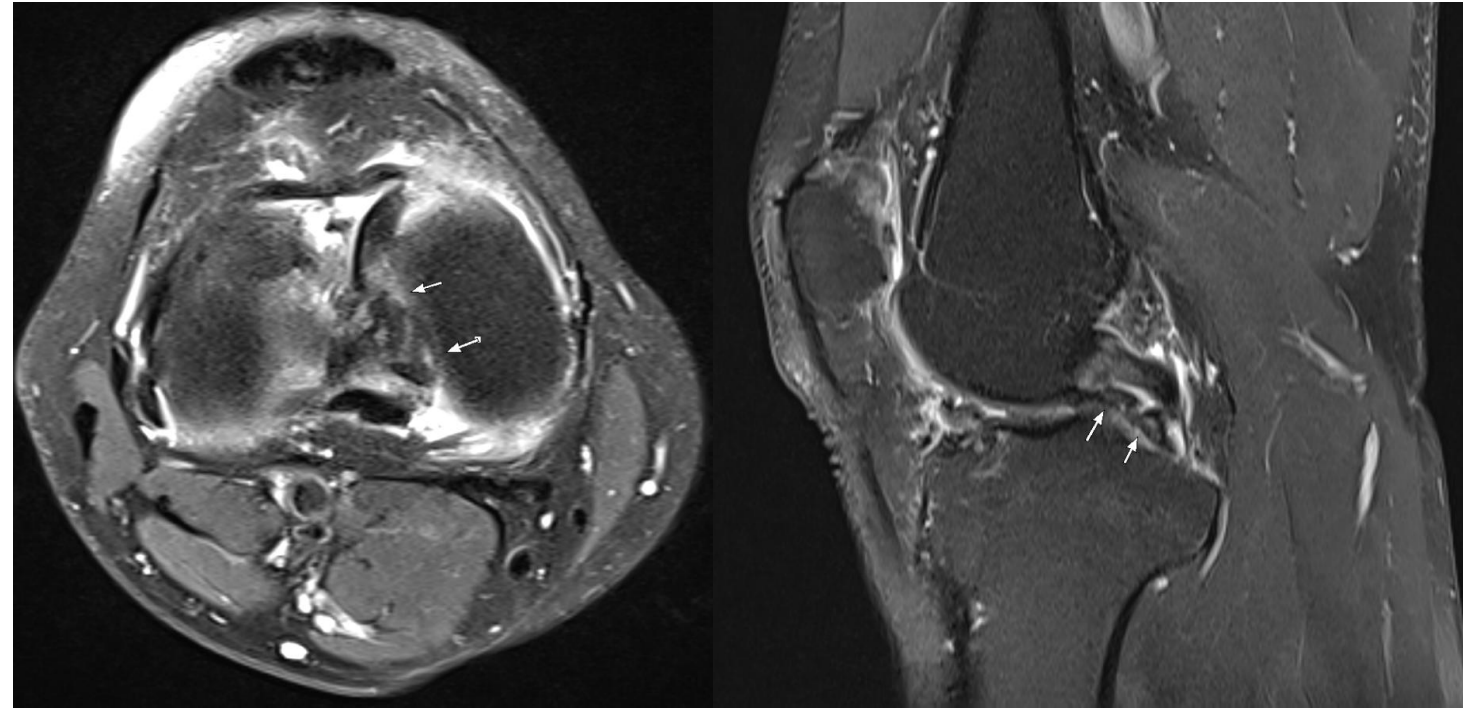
RM de rodilla, axial y sagital en secuencia T2.
